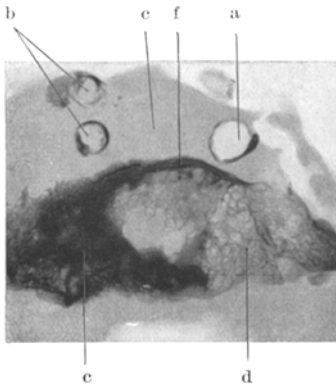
Röntgenbild einer frontalen Scheibe durch die Schädelbasis im Bereiche des Sattelbodens. Fall 6, natürliche Größe. a, b Carotis interna beiderseits mit verkalkter Wand; c die Stelle der Hypophyse; d normale Spongiosa; e osteoplastische Verdichtung des Knochens; f verdichteter Sattelboden.
